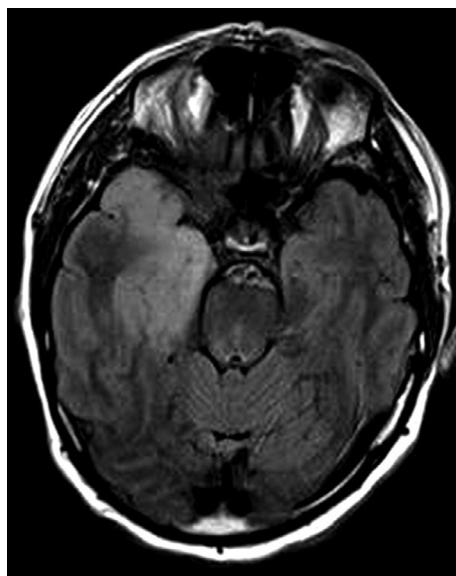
A IRM cérébrale en séquence FLAIR chez un patient présentant une méningo-encéphalite herpétique.
